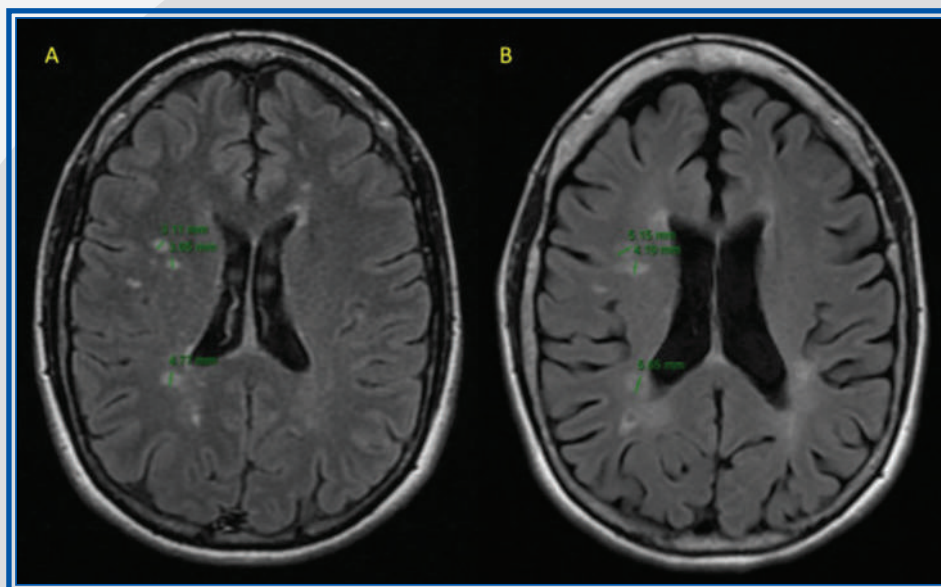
Capítulo 17. IRM axial en secuencias FLAIR del año 2011 (A) y del 2021 (B) en el que se aprecia el aumento en el tamaño de las lesiones por probable expansión debido a inflamación crónica.
